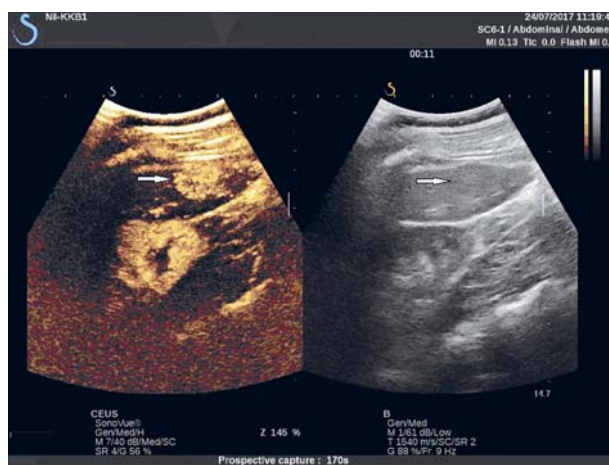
ФНГ. КУУЗИ. Повышенная васкуляризация новообразования в раннюю АФ (11 с исследования).
